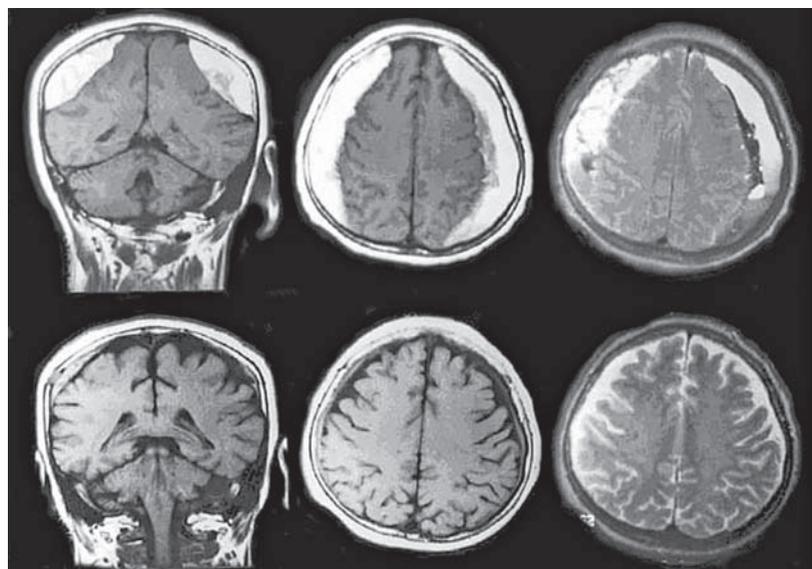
МРТ больного с двусторонней хронической субдуральной гематомой — фронтальный и аксиальные срезы по T1 и T2. Вверху — до операции. Внизу — спустя 2 мес после закрытого наружного дренирования; полная резорбция гематомы справа и небольшая остаточная слева.
